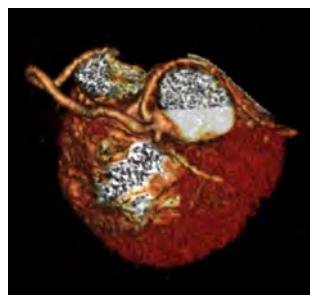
Coronary Computed Tomography Angiography which reveals the single coronary ostium arising from the right coronary sinus of Valsalva.
